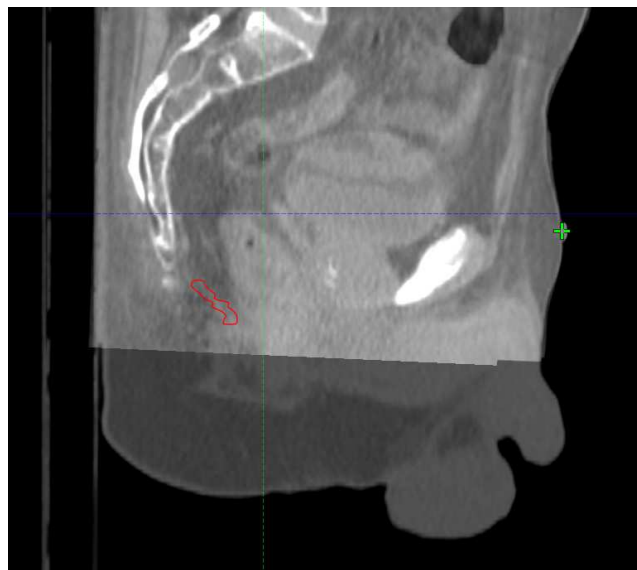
Visione sagittale muscolo elevatore dell'ano CBCT 5 di paziente 1
